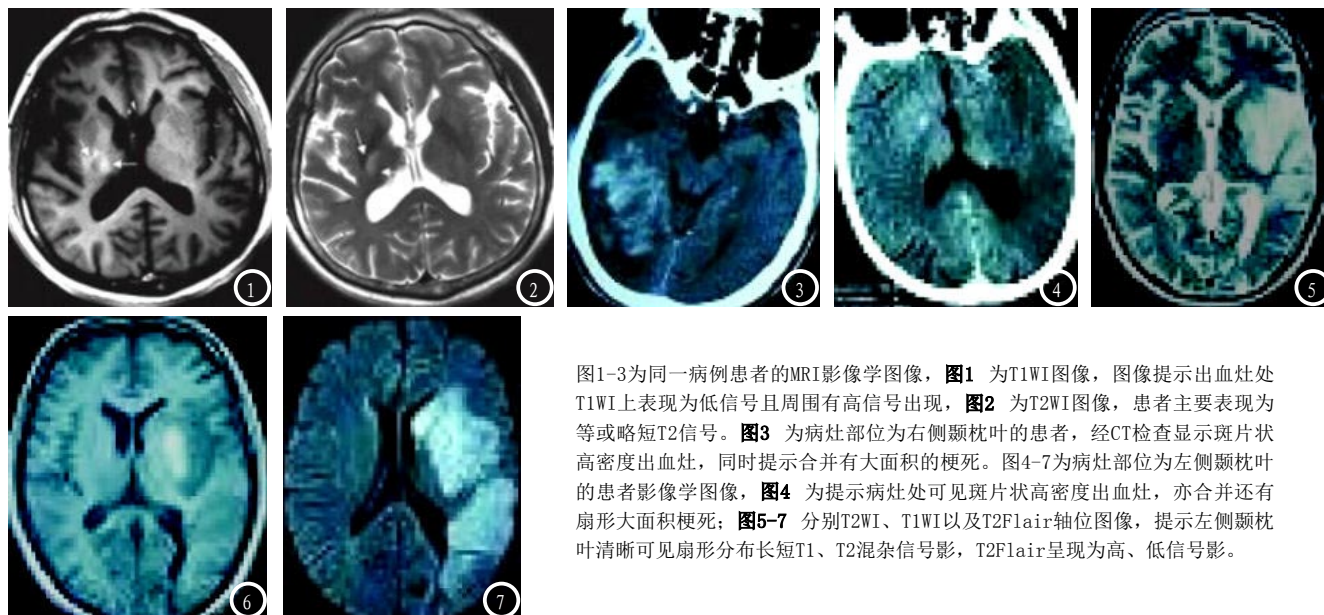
3为同一病例患者的MRI影像学图像，图1 为T1WI图像，图像提示出血灶处T1WI上表现为低信号且周围有高信号出现，图2 为T2WI图像，患者主要表现为等或略短T2信号。图3 为病灶部位为右侧颞枕叶的患者，经CT检查显示斑片状高密度出血灶，同时提示合并有大面积的梗死。图4-7为病灶部位为左侧颞枕叶的患者影像学图像，图4 为提示病灶处可见斑片状高密度出血灶，亦合并还有扇形大面积梗死；图5-7 分别T2WI、T1WI以及T2FLAIR轴位图像，提示左侧颞枕叶清晰可见扇形分布长短T1、T2混杂信号影，T2FLAIR呈现为高、低信号影。
